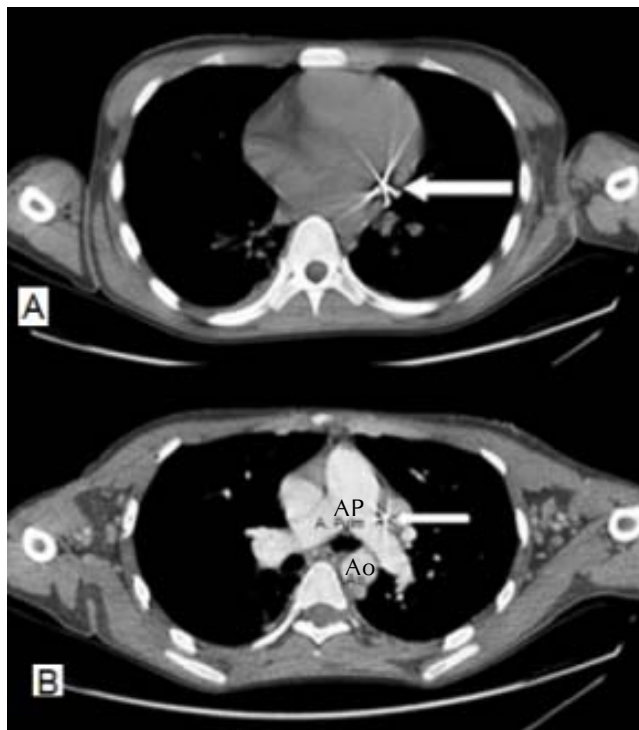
Angiotomografía. A. Entrada del catéter central a nivel de aurícula izquierda (flecha). B. Imagen del catéter en aurícula izquierda (flecha); no se encuentra en aorta (Ao) ni en arteria pulmonar (AP).
